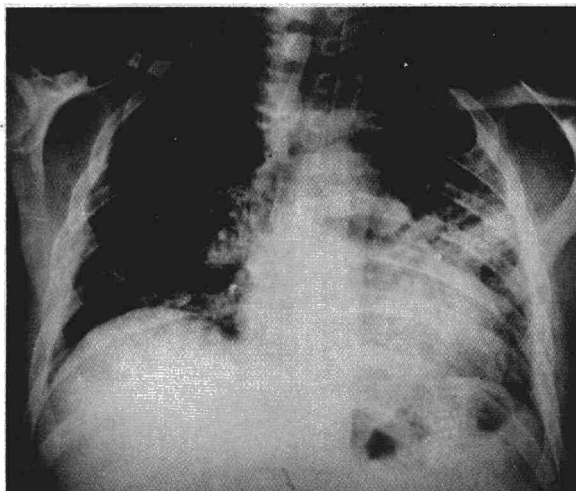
Radiografía de tórax en decúbito del caso n.º 1, en la que se aprecia un patrón mixto intersticialveolar difuso y bilateral más evidente en hemitórax izquierdo.
